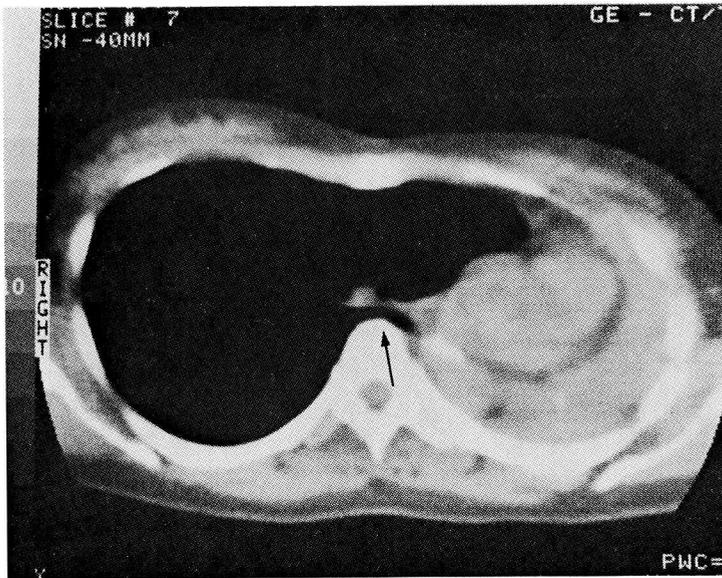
Computed tomogram of the thorax taken about 6 months after admission, showing shrinkage of the left lung, overinflation of the right lung, and compression of right main bronchus by vertebrae (arrow).
